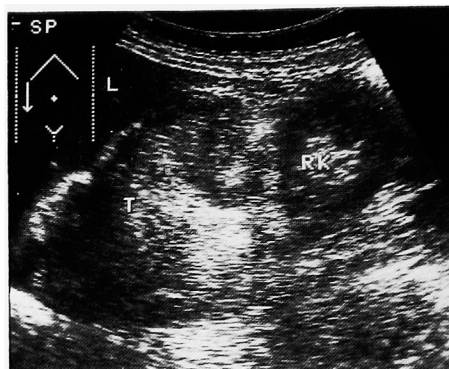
Ultrasonogram shows hyperechoic, heterogeneous mass between liver (L) and right kidney (RK).
